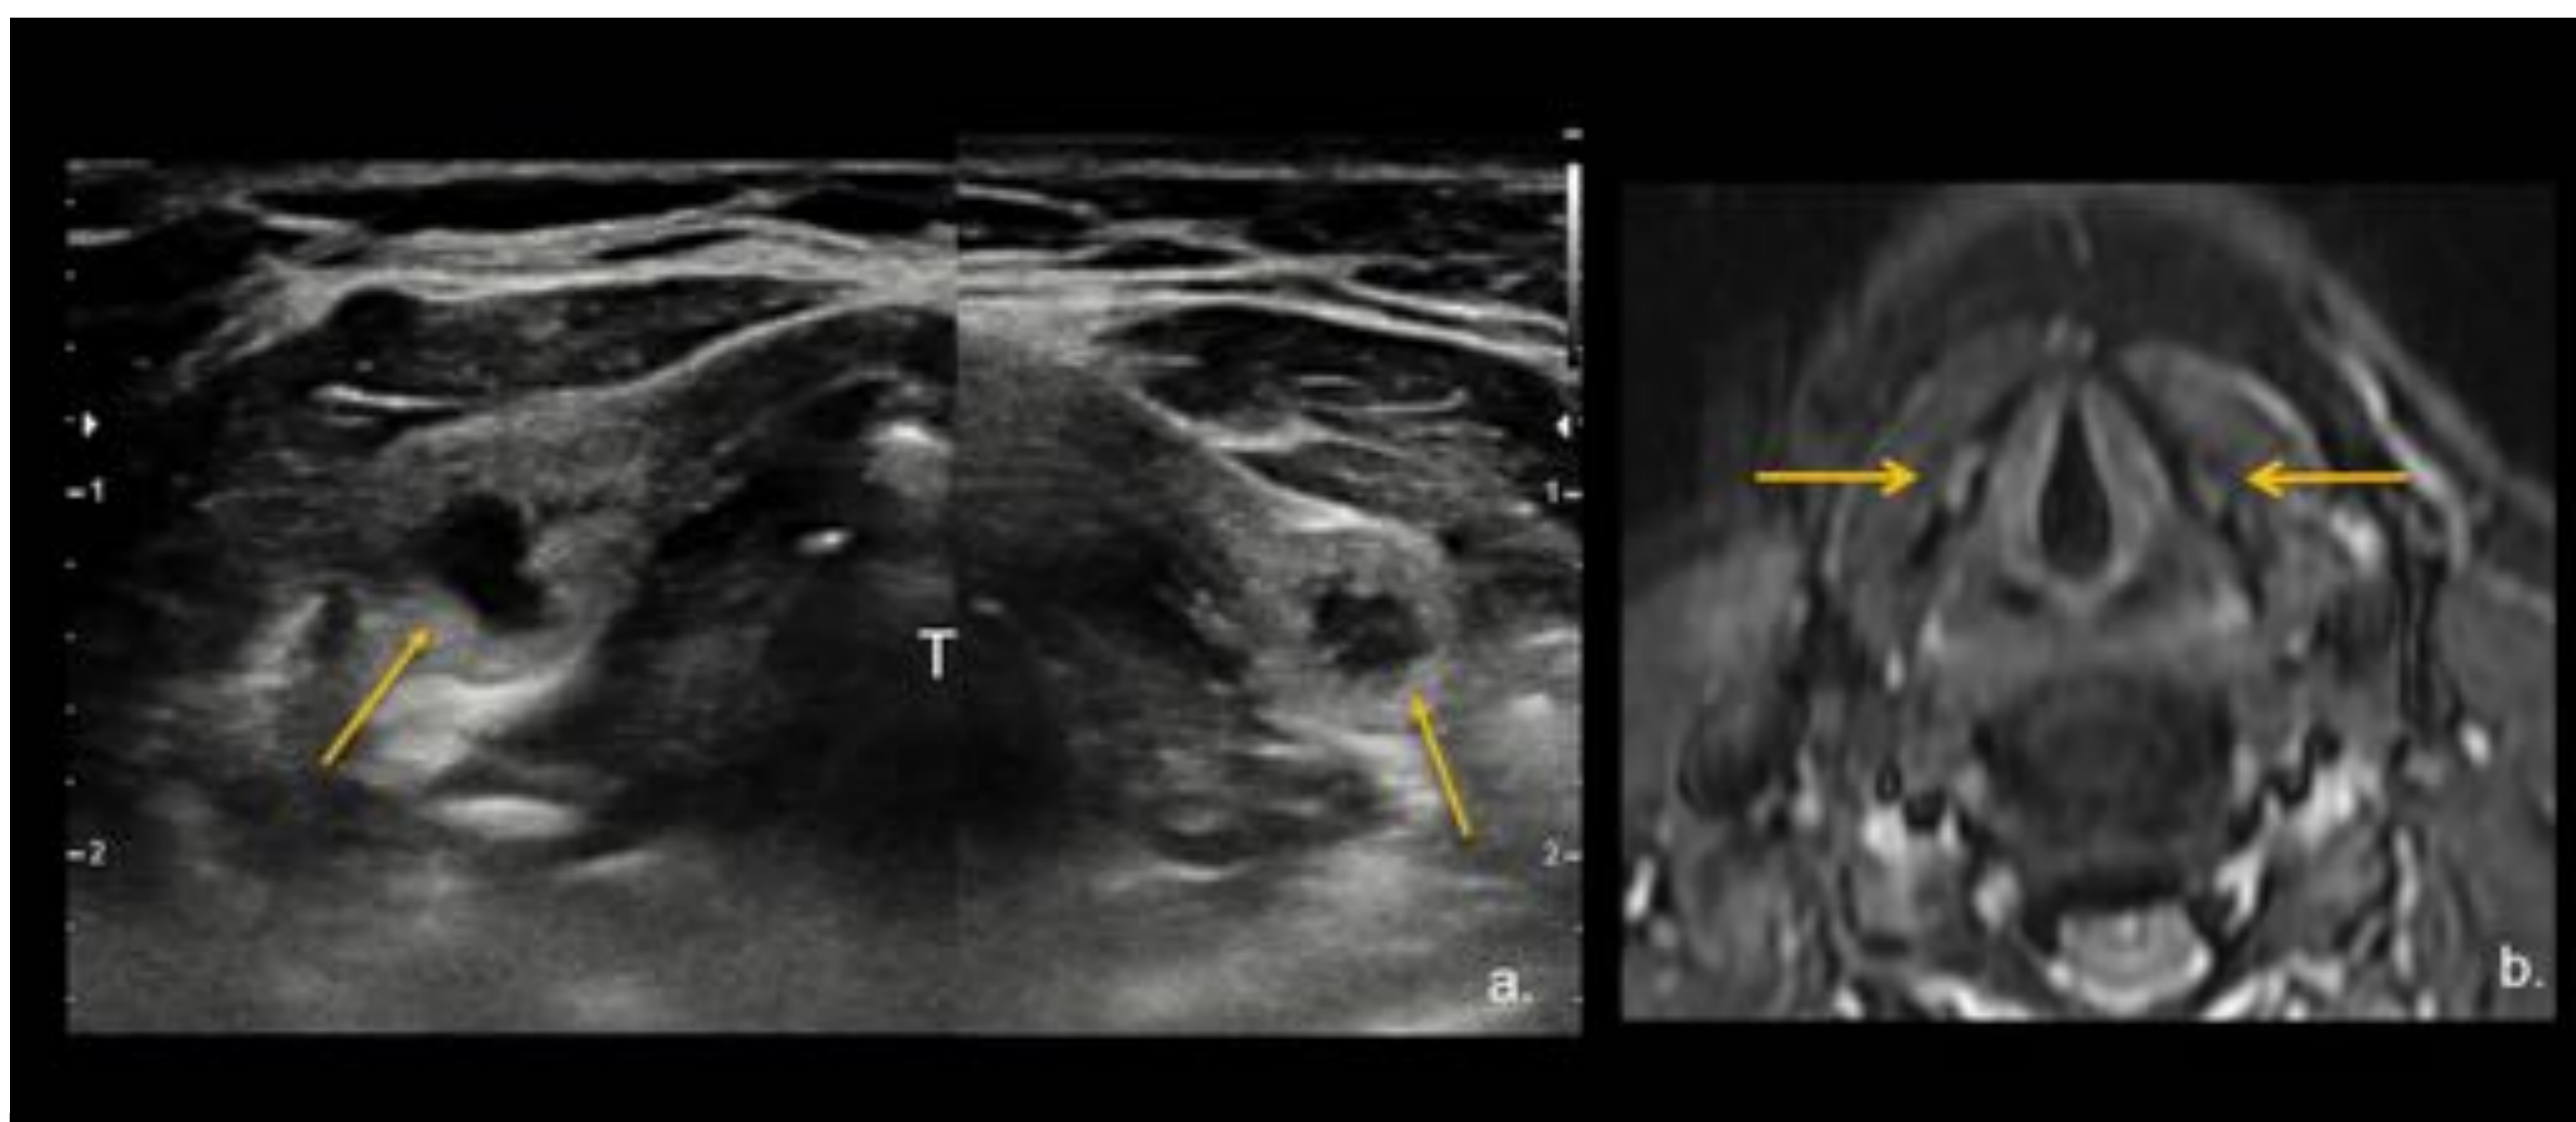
Lesión quística en el cartílago tiroideo. Ecografía de cuello corte axial (a.) muestra dilatación focal de ambas láminas tiroideas con centro hipoeocogénico (flechas). Tráquea (T). La imagen axial STIR MR (b.) muestra la dilatación focal de ambas láminas tiroideas con centro hiperintenso (flechas). Referencia: Hospital Universitario Severo Ochoa. Leganés – España.
